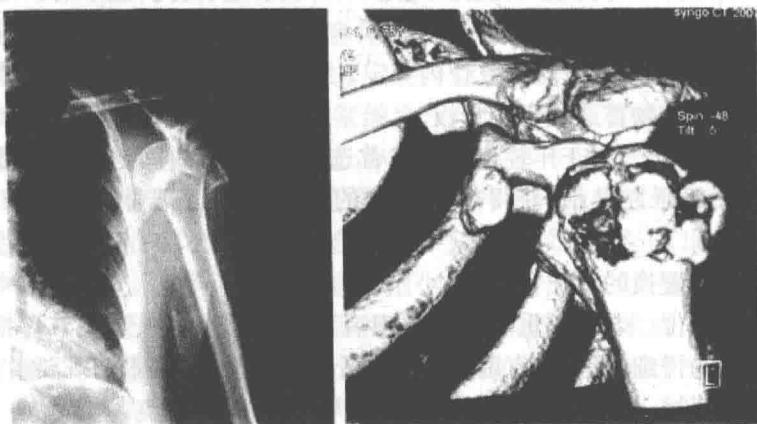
1—4 CT 扫描并三维重建可以获得更多的信息
